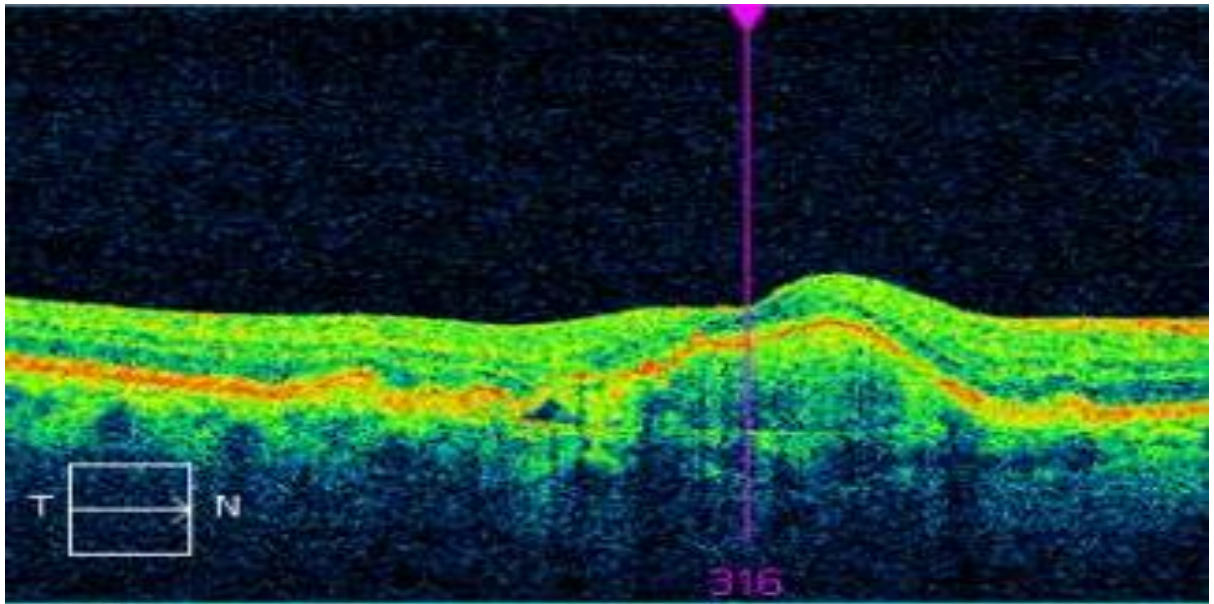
Examenul tomografiei în coerență optică arată decolarea de epiteliu pigmentar însoțită de decolare de retină neurosensorială, prezența de membrană neovasculară ocultă, creșterea grosimii foveei, multiple chisturi de diferite dimensiuni.
